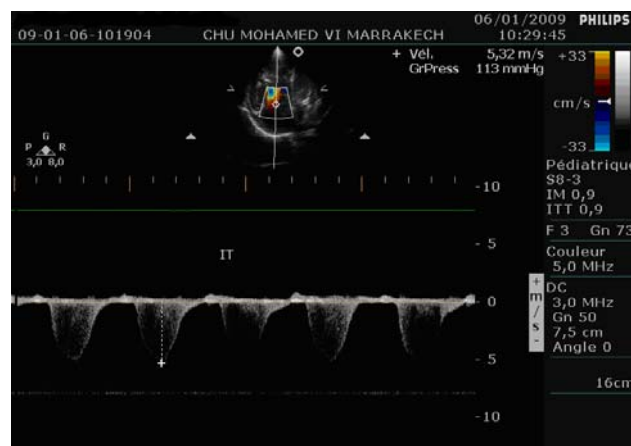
Doppler couleur au niveau de la valve tricuspide, révélant une insuffisance tricuspide avec HTAP (gradient VD-OD= 113mmhg).
